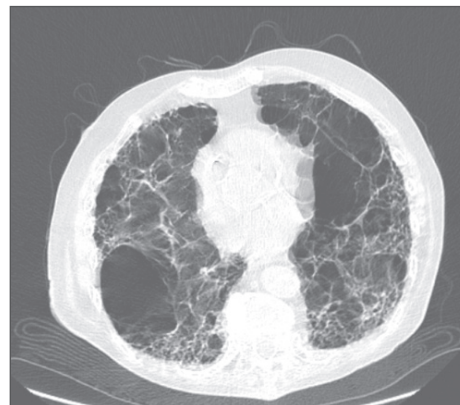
МСКТ органів грудної клітки. На тлі пневмофіброзу легень візуалізуються величезні були до 7,5 см, уражена вся поверхня легень
